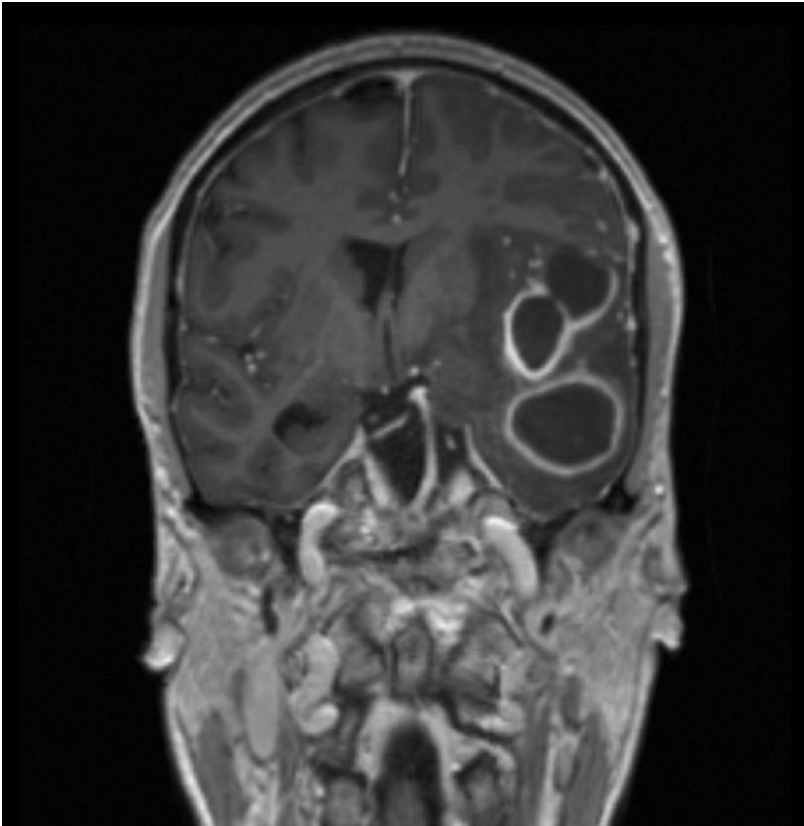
IRM cérébrale, coupe coronale montrant les trois abcès cérébraux.
